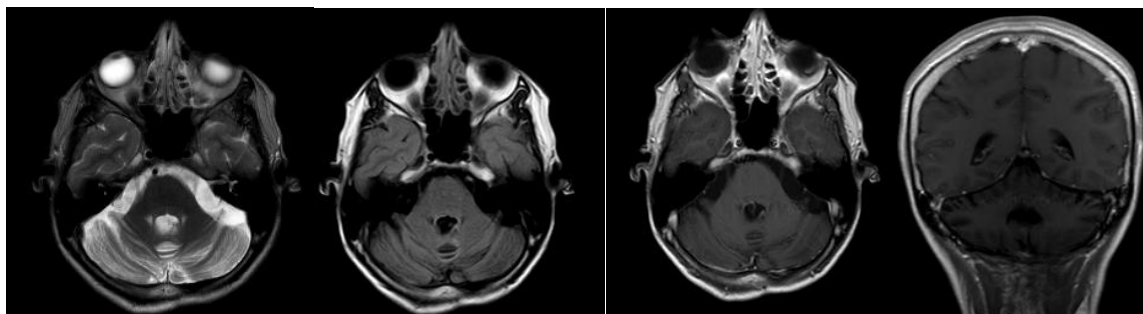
RM cerebral de enero de 2022. Imágenes T2, FLAIR y T1 poscontraste que demuestran respuesta posterior a radioterapia.
